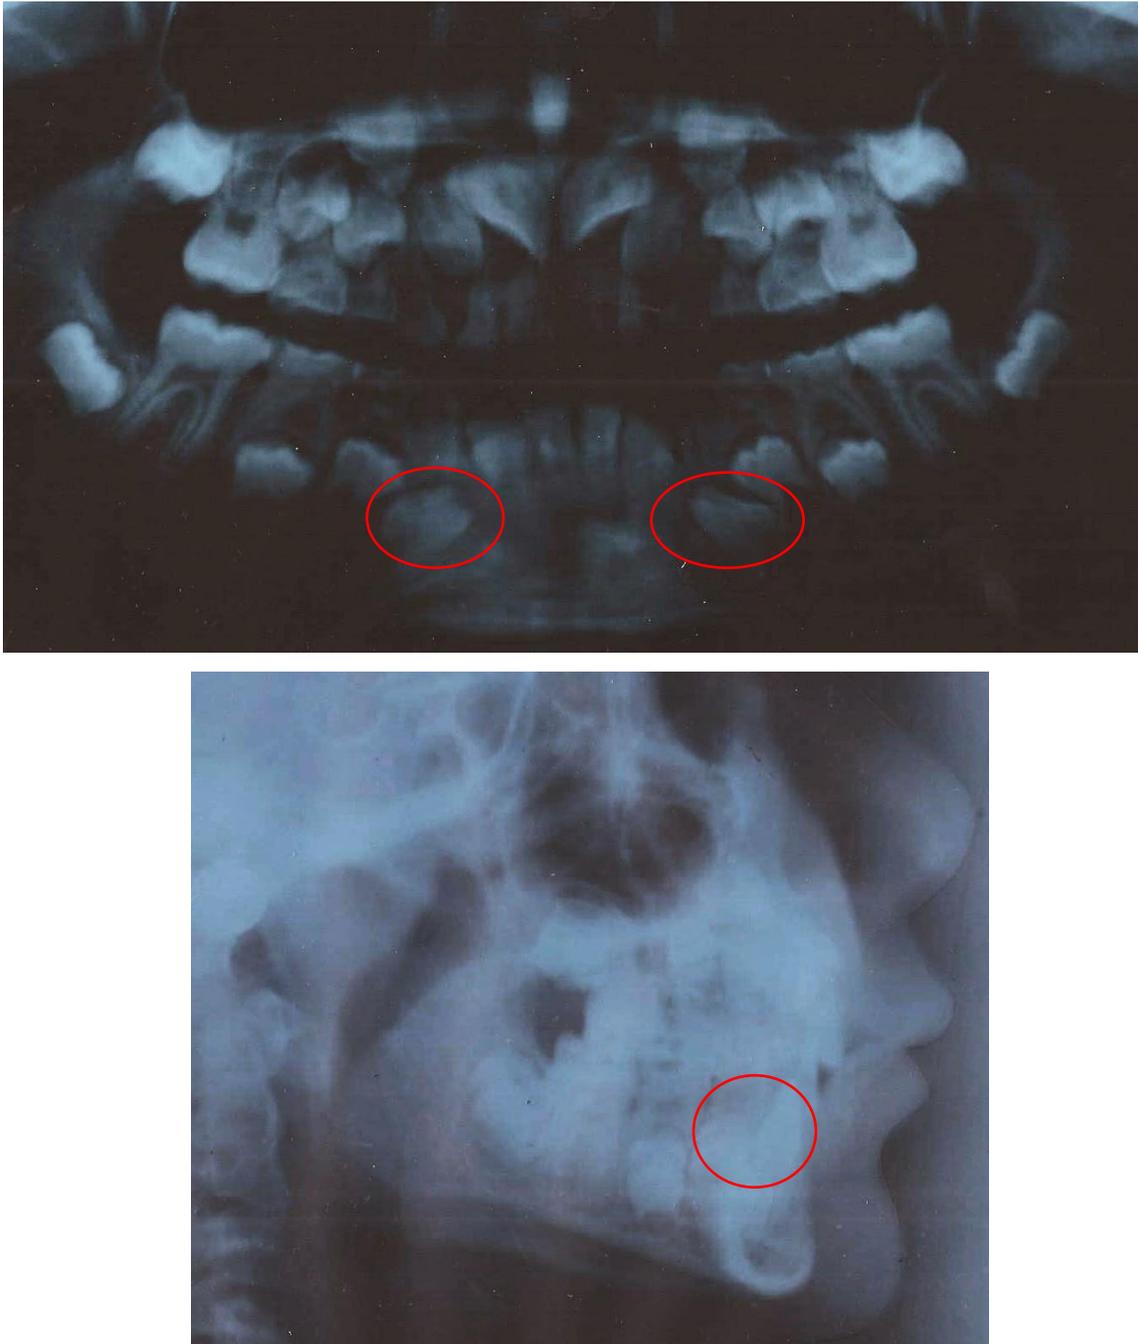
Radiografía panorámica y lateral de cráneo del paciente E. D. M. G.
